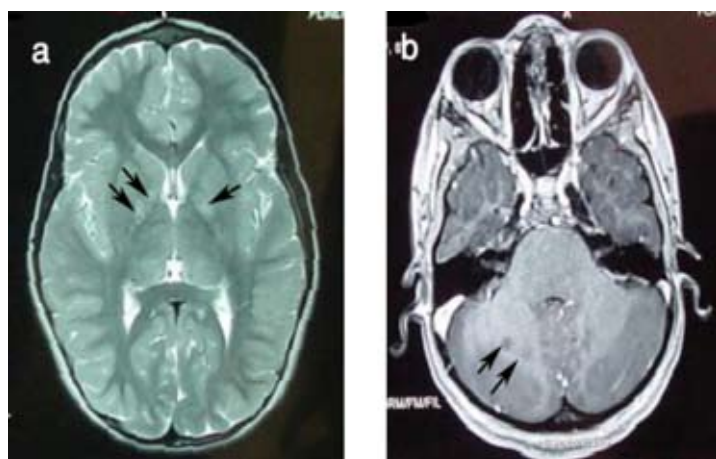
IRM encéphalique
